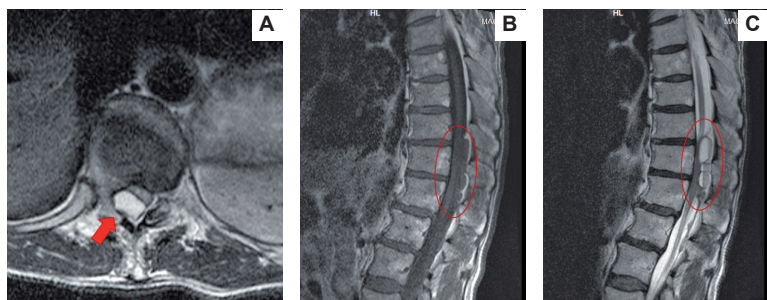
А – МРТ пациента Н. с гематомой в позвоночном канале на фоне приема варфарина (аксиальная проекция); В – МРТ пациента Н. с гематомой в позвоночном канале на фоне приема варфарина (боковая проекция) с контрастированием магнивистом; С – МРТ пациента Н. с гематомой в позвоночном канале на фоне приема варфарина (боковая проекция)
